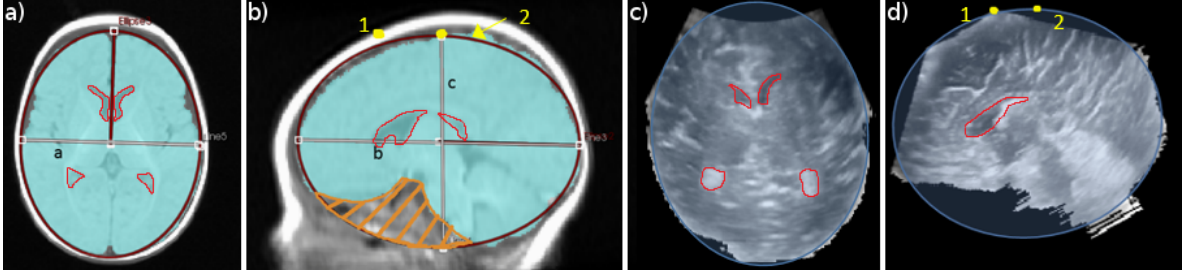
(a) Ellipsoid fitting on the MRI axial view ; (b) Ellipsoid fitting on the MRI sagittal view ; (c) Ellipsoid fitted on the stripped brain in 3D US axial view ; (d) Ellipsoid fitted on stripped brain in sagittal view 3D US. Lateral ventricles are outlined in red.
